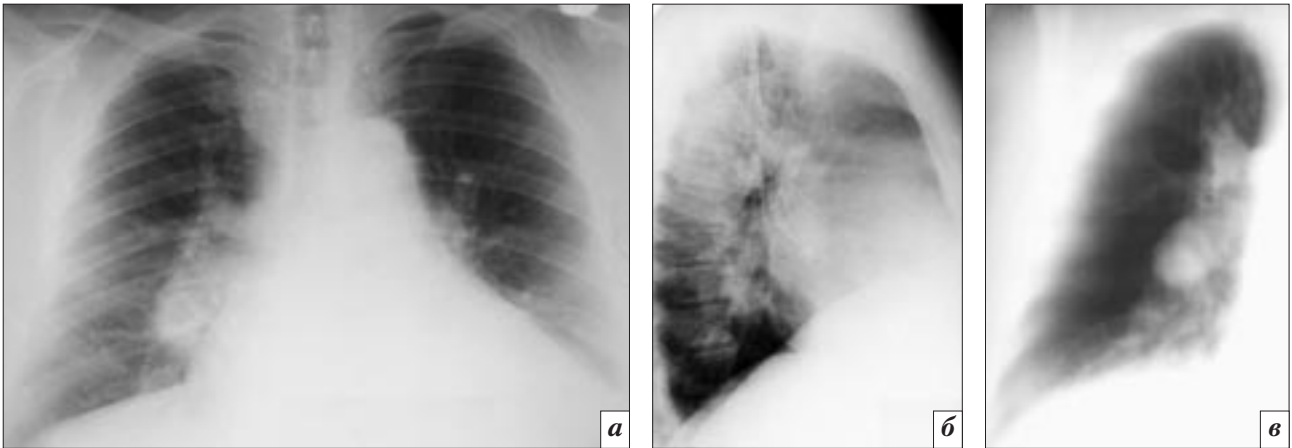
На рентгенограммах ОГК пациента Т., 63 лет, в прямой (а) и боковой (б) проекциях, на линейной томограмме (в) определяются: эмфизема легких, диффузный пневмосклероз, признаки нарушения гемодинамики в малом круге кровообращения: венозная и артериальная ЛГ с преобладанием легочной артериальной гипертензии. Аневризматическое расширение нисходящей ветви правой легочной артерии.
